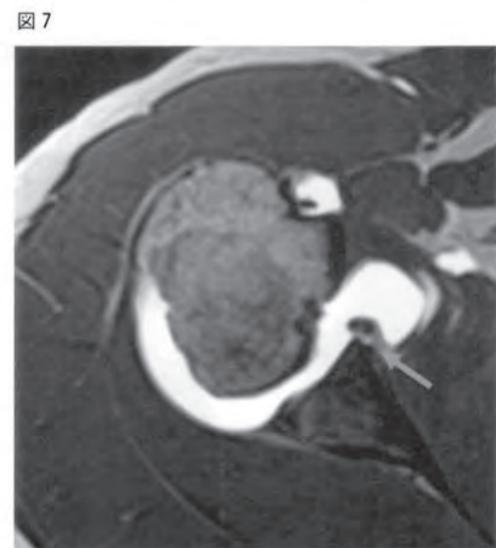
7 関節造影後MRIでは前下方部にバンカート病変を認めたものの、腱板損傷は認めず(矢印)
